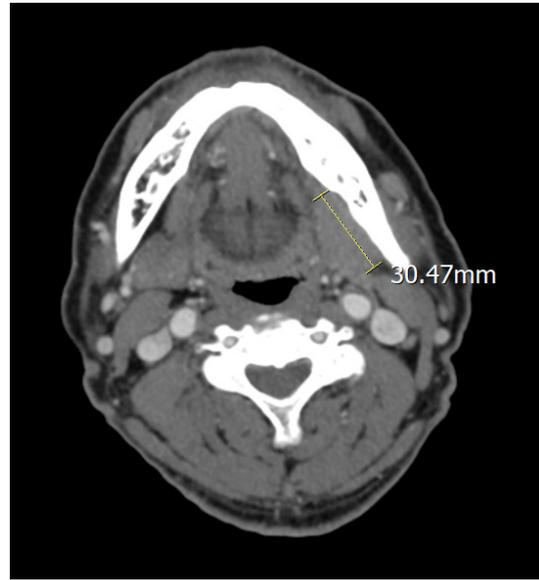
Computed tomography (axial view) shows a new enhancing soft tissue mass in the left submandibular gland area where the submandibular gland was previously excised.
